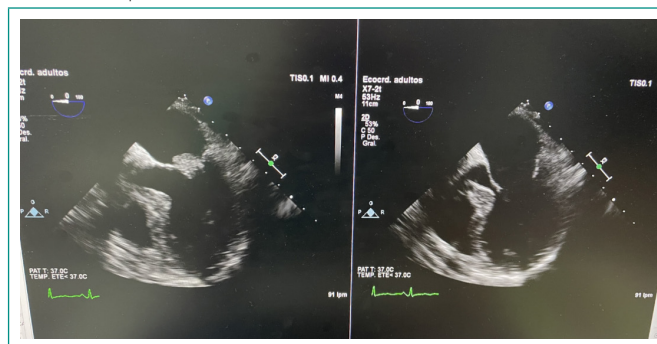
Ecocardiografía transesofágica donde se observa gran vegetación sobre válvula mitral.
